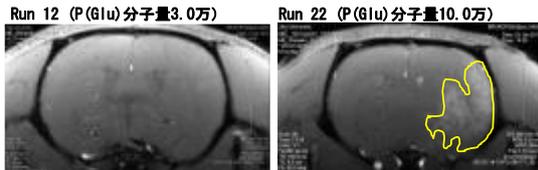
非ミセル形成型の造影剤の MRI 画像
